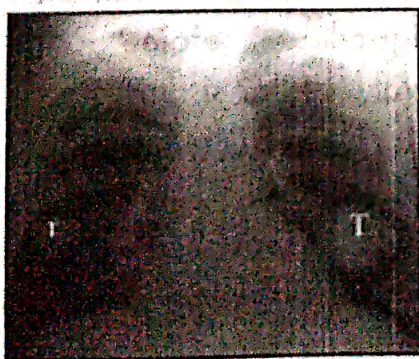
(stânga) Radiografie toracică incidentă postero-anterioară, cu diametrul de 2-5 cm, multiple opacități nodulare.
